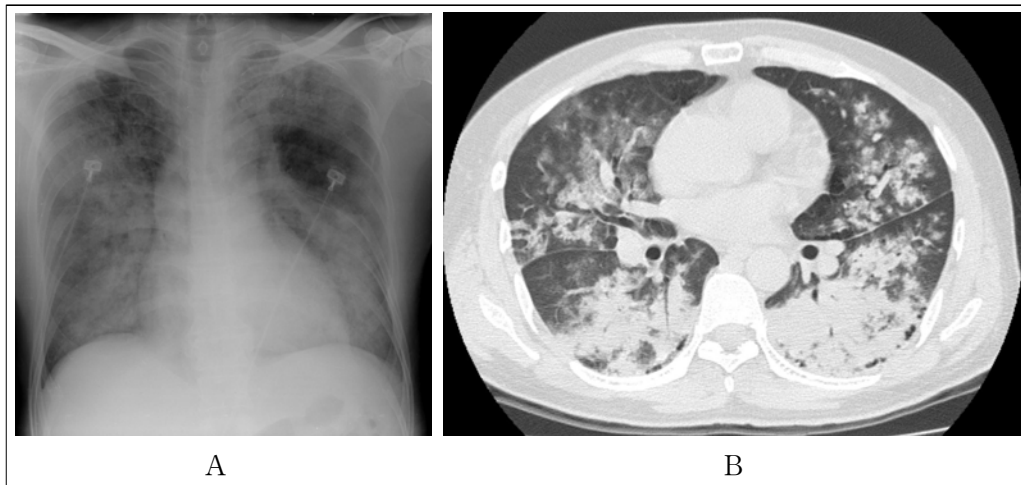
(A) On admission, chest radiography shows diffuse consolidations and ground glass opacities in the both lung fields. (B) High resolution computed tomography of the chest shows consolidations, ground glass opacities and ill defined centrilobular nodules in the both lung.
